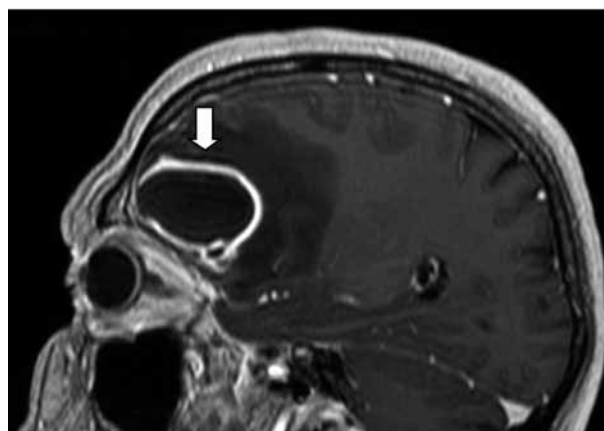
RM con medición de difusión. La flecha señala una lesión fronto-basal derecha intraparenquimatosa con importante edema asociado que ejerce efecto de masa sobre el sistema ventricular ipsilateral.
